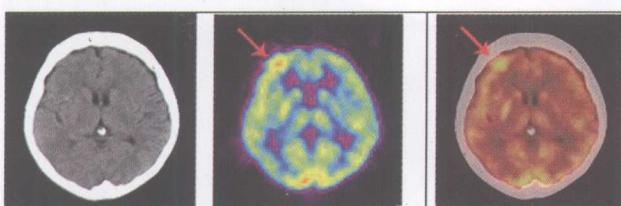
肺癌脑膜转移, ^{18}F -FDG PET/CT 显示转移灶 FDG 代谢高于正常皮层
